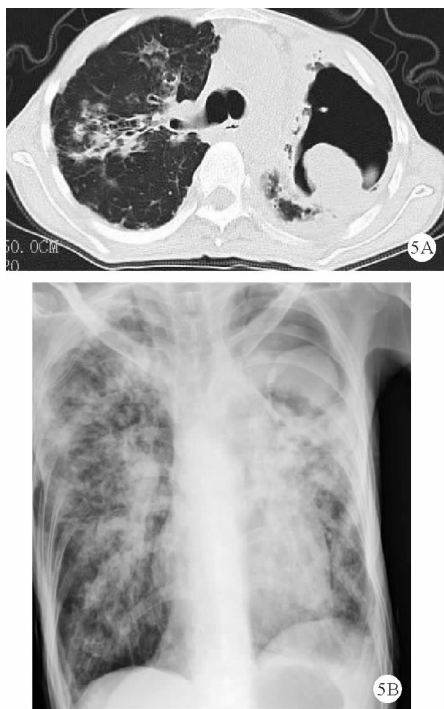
CFPA 影像学表现(A:胸部CT示左上肺可见巨大空腔,其内可见曲菌球,伴胸膜增厚,右上肺可见支气管扩张;B:胸部X线示肺实质广泛纤维化)
